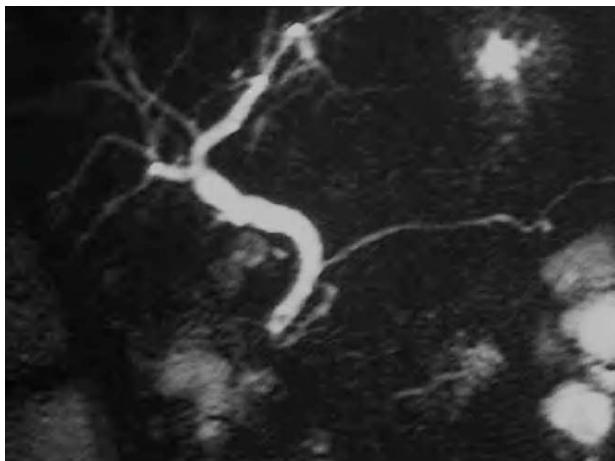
Colangiografía por resonancia magnética (C-RM) de la paciente de la figura 2, a las 4 semanas, donde se aprecia microlitiasis en el coléodo.
